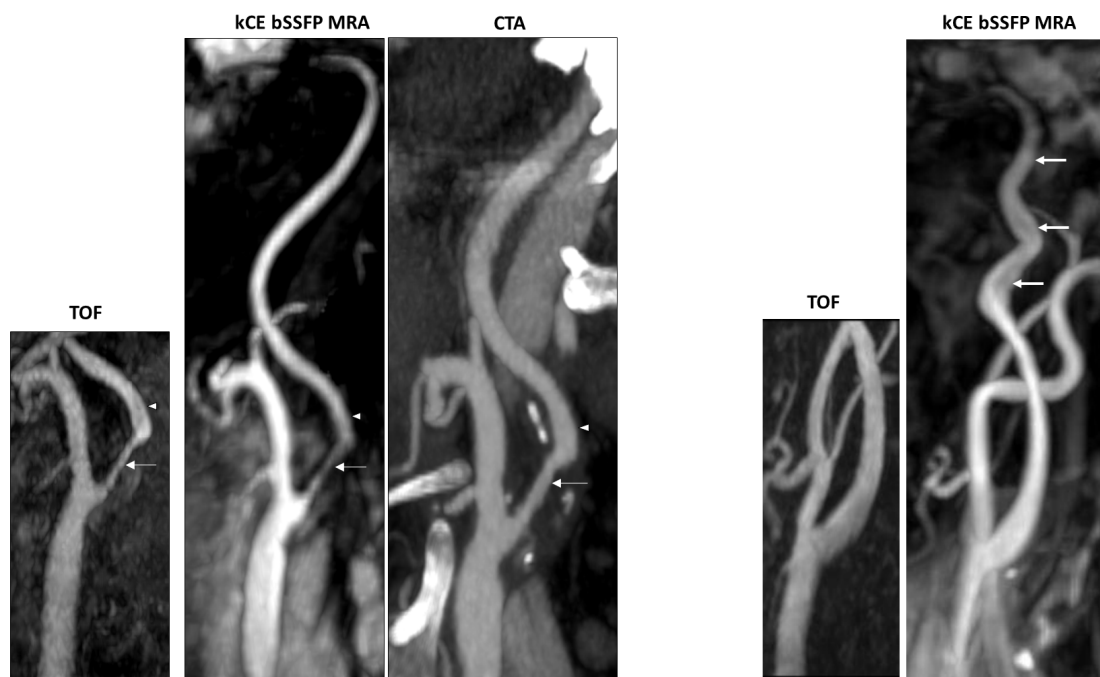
Résultats obtenus avec la séquence kCE bSSFP en comparaison avec le TOF et le CTA pour un patient présentant un sténose du bulbe carotidien à 60-70% (à gauche) et pour une patiente présentant une dysplasie de la carotide interne sous-pétreuse (à droite).
